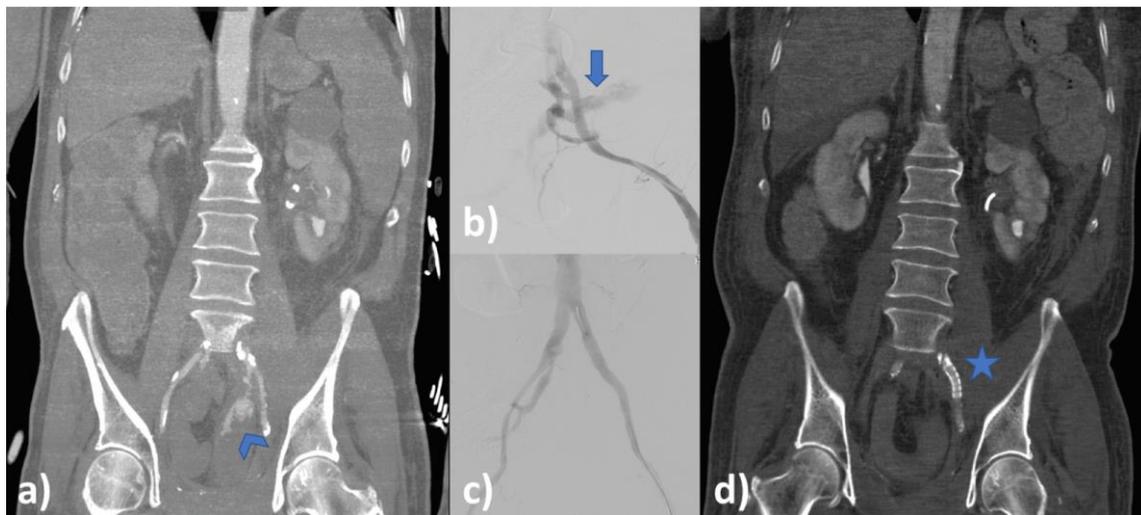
a) Corte coronal de angio TC abdominal en fase arterial donde se observa fuga activa de contraste intravenoso desde la arteria iliaca externa izquierda hacia un asa de sigma (cabeza de flecha); b) Arteriografía pélvica que muestra la fuga desde la arteria iliaca común izquierda y la extravasación dentro del asa intestinal (flecha); c) Arteriografía tras la colocación de la prótesis en arteria ilíaca común con extensión hacia la externa, observando exclusión de la fístula. También fue necesario excluir la arteria hipogástrica dada la cercanía de la fístula a la bifurcación de la iliaca común; d) Corte coronal de TC abdominal 24 horas tras la colocación de la prótesis, identificando la correcta colocación de la misma, sin observar fugas de contraste (estrella).
